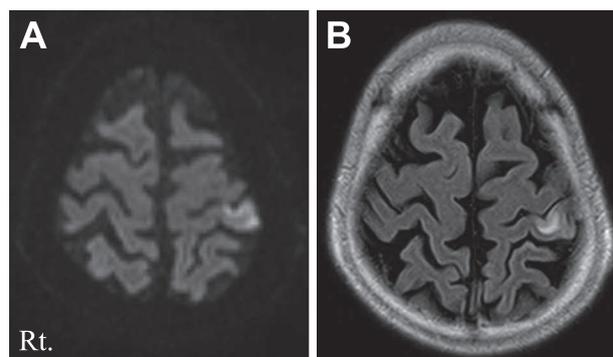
Axial brain MRI findings on the second day of illness. Diffusion-weighted image (DWI: 1.5 T; TR 7,800 ms, TE 98 ms) showing lesions with high signal intensity in the left parietal lobe (A). Fluid-attenuated inversion recovery image (FLAIR: 1.5 T; TR 9,000 ms, TE 106 ms) also shows high-intensity lesions (B).
